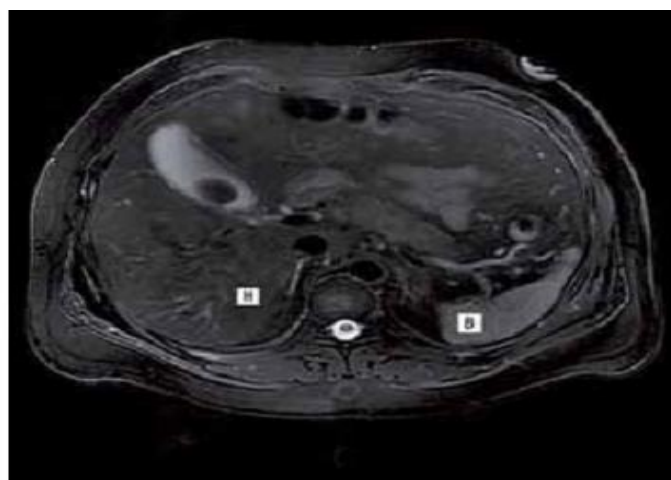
Características por resonancia magnética de la esteatohepatitis no alcohólica. Nótese que el hígado (H) es hipointenso en relación al bazo (B)
